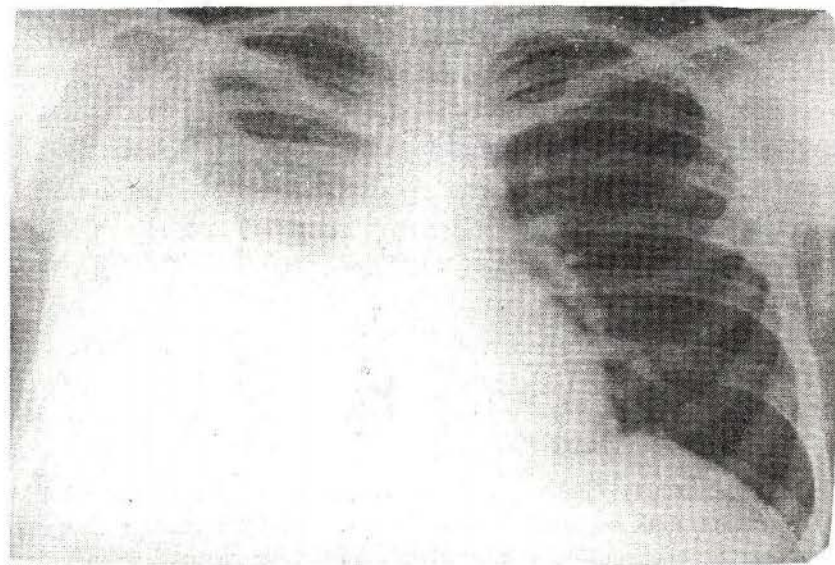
Radiografie de ansamblu a organelor cutiei toracice. Opacitate subtotală pe dreapta. Pleurezie exsudativă.
